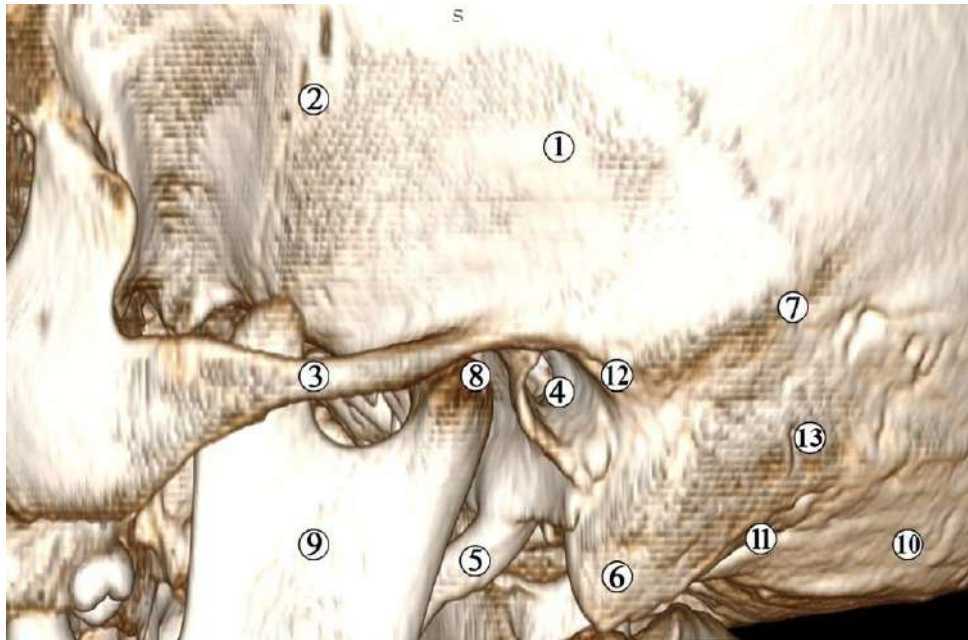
3D КТ черепа 17-річної дитини. Ліва бічна проекція. Зб. x1,2:
